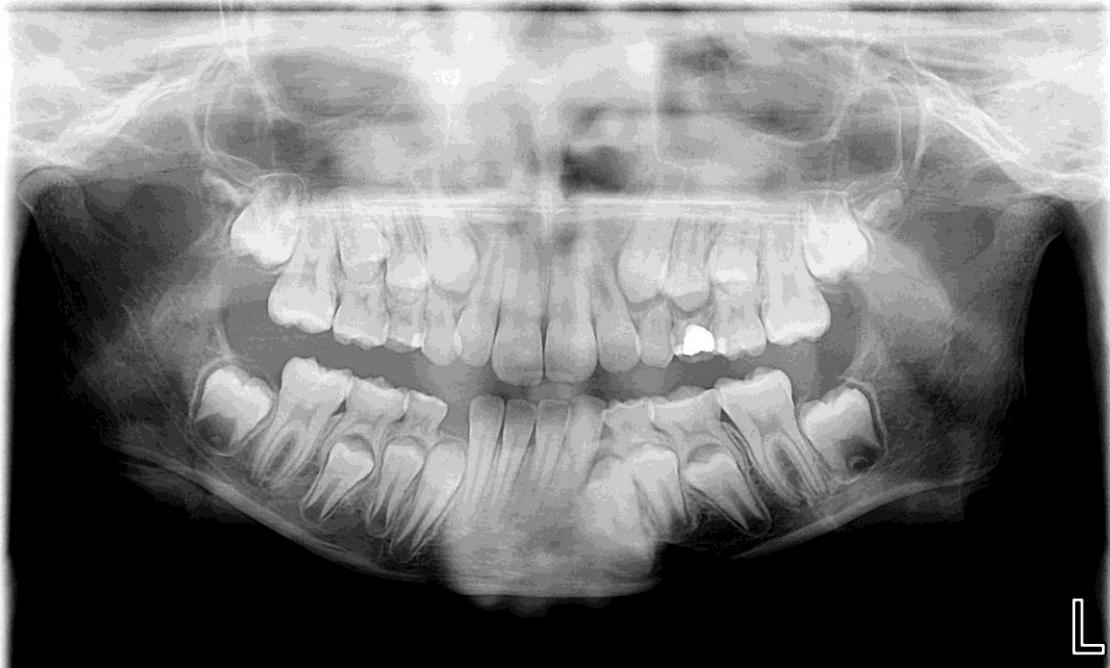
Ortopantomografia do único doente de Odontopediatria como operador
